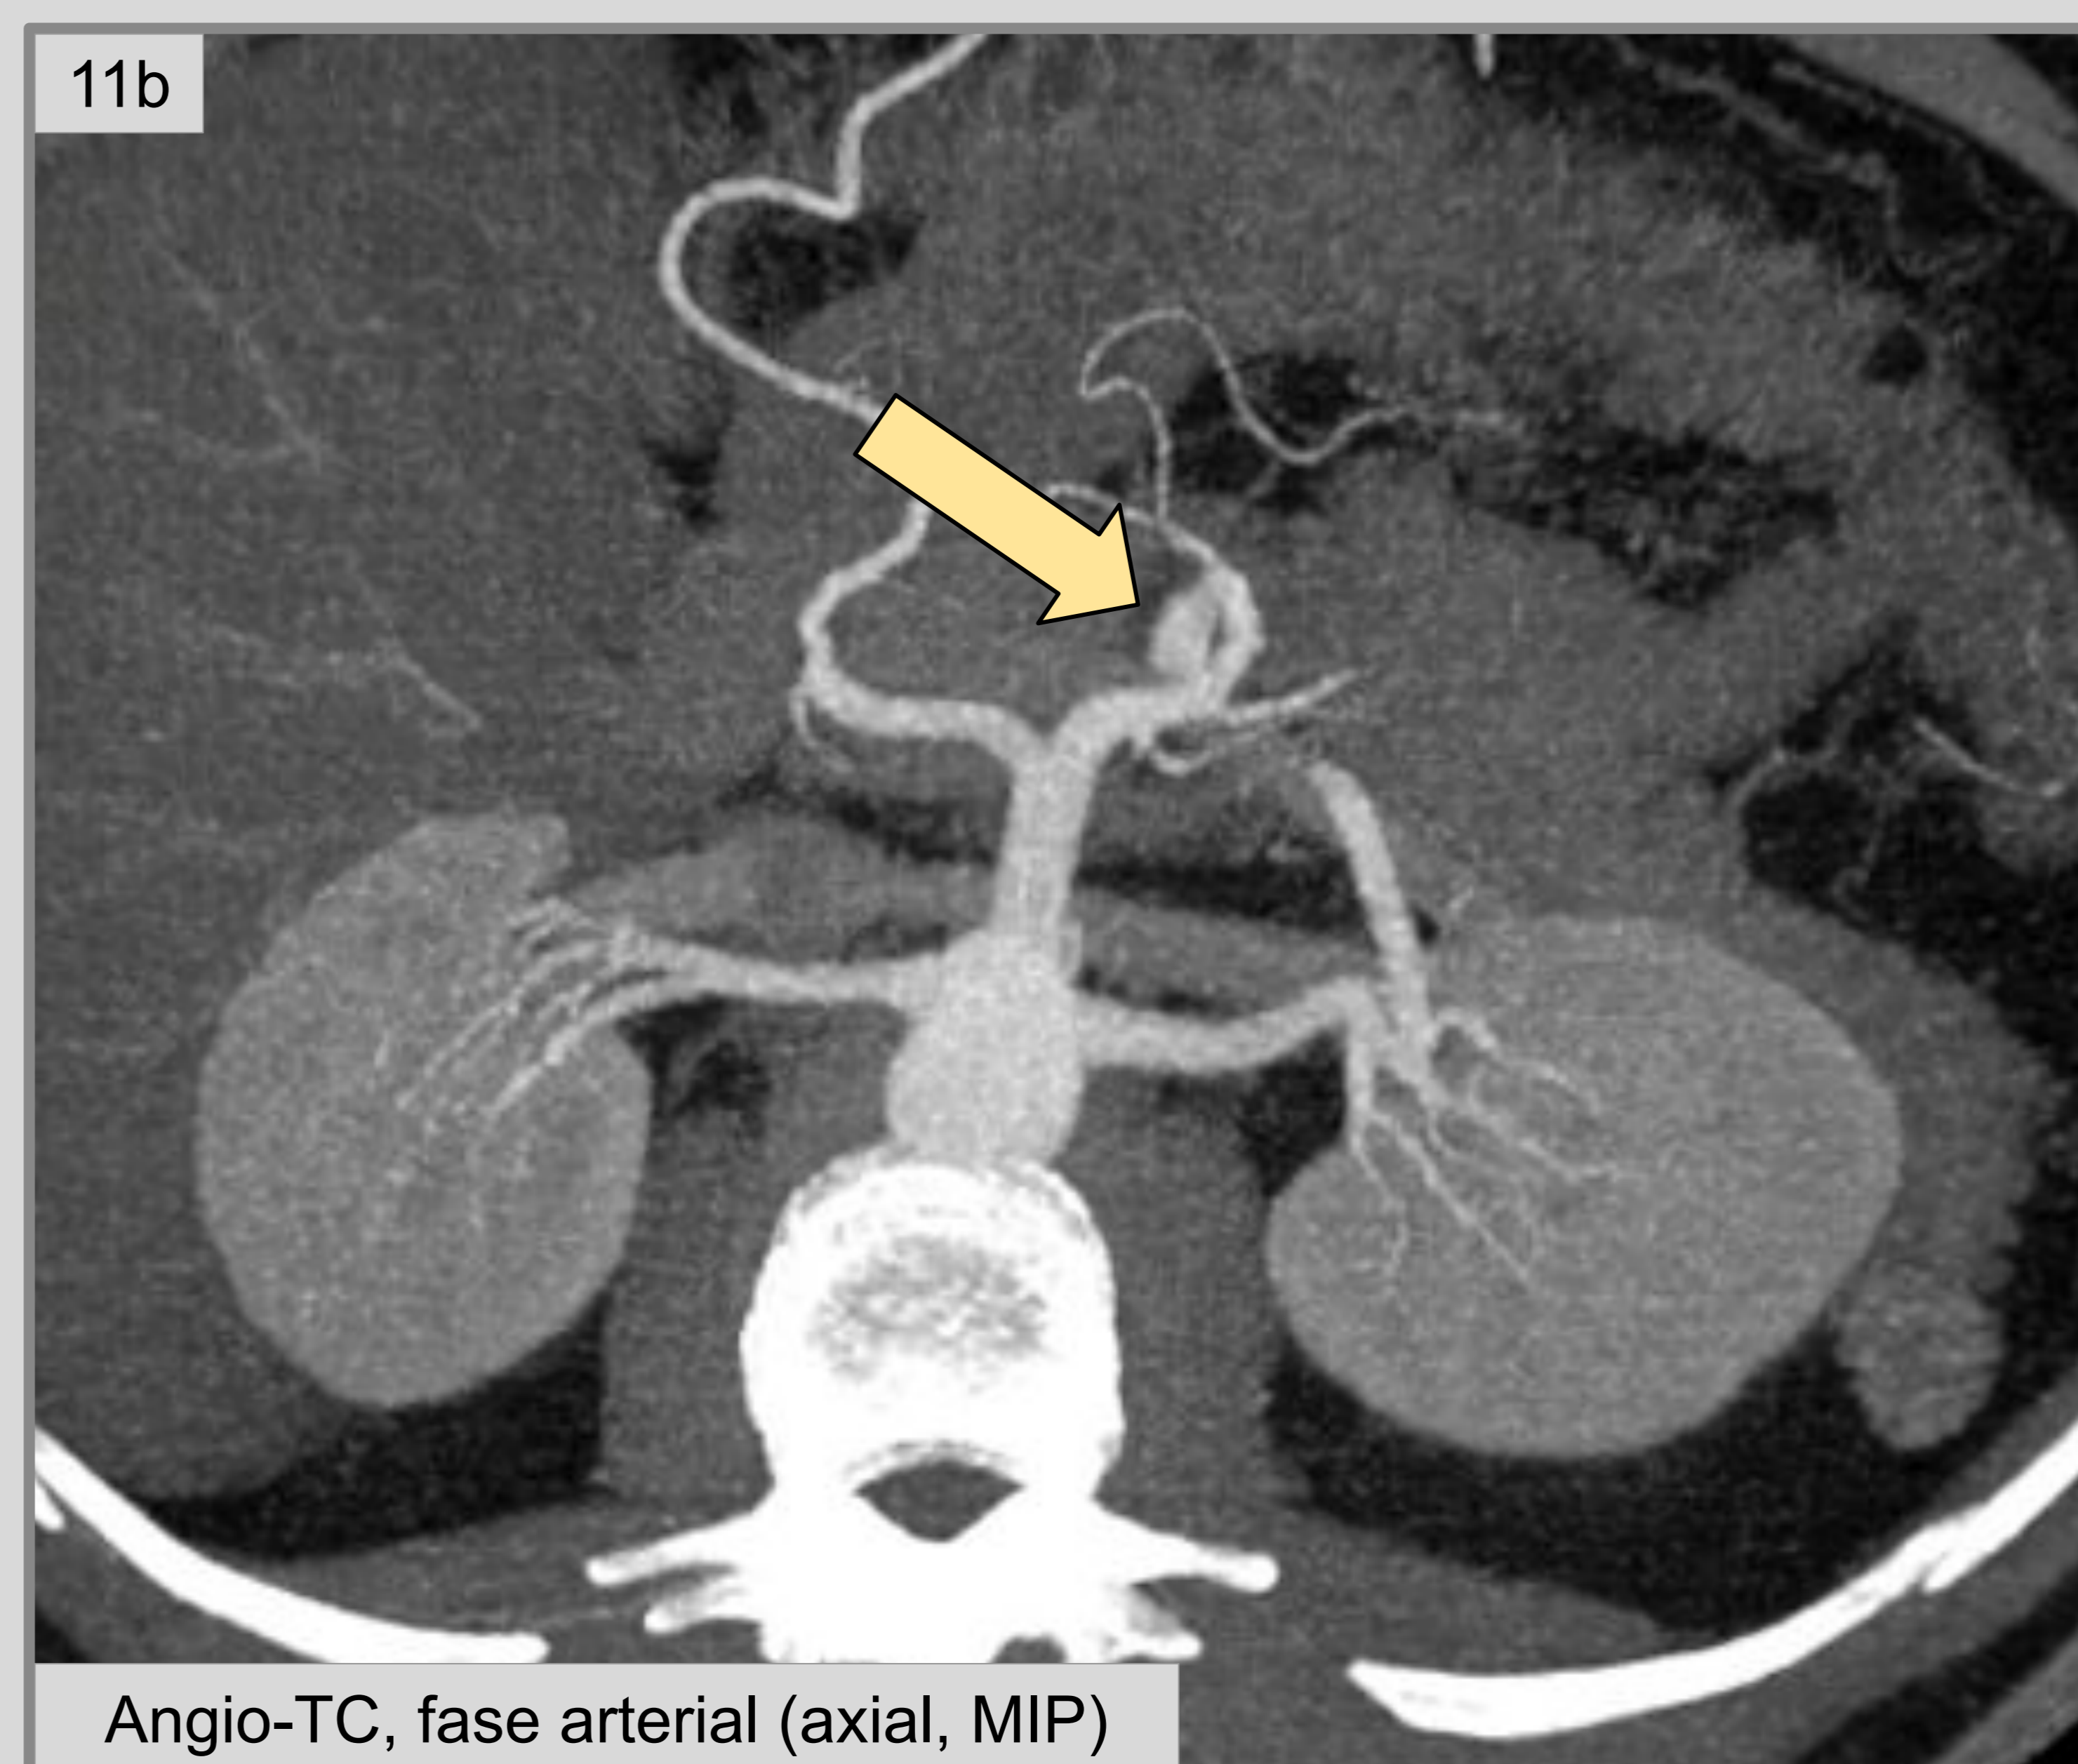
Los cortes axiales de TC (1 mm de espesor y MIP) muestran un aneurisma de la arteria mesentérica superior con un *flap* de disección focal (*círculos y flecha*) en un paciente asintomático.
